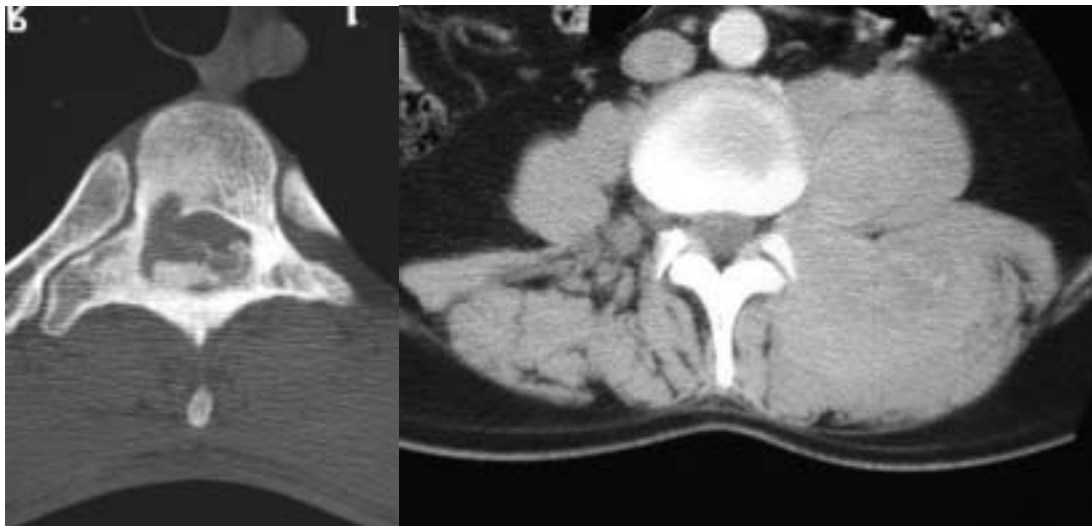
Osteoblastoma en arco de T7, lesión lítica con insuflación y calcificación en su interior. FIG.45.-Corte de TC con contraste i.v. mostrando tumor en tejidos blandos paravertebrales, inespecífico. La BVP demostró tumor glómico.
